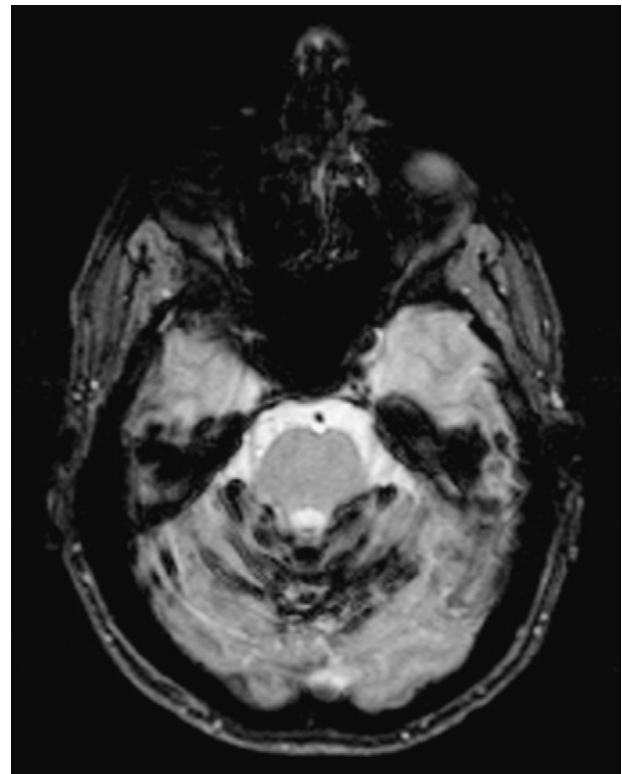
Resonancia magnética cerebral. Marcada hipointensidad lineal que tapiza la superficie del vermis superior y hemisferios cerebelosos en una secuencia T2 GE muy sensible al efecto de susceptibilidad magnética de la hemosiderina.
